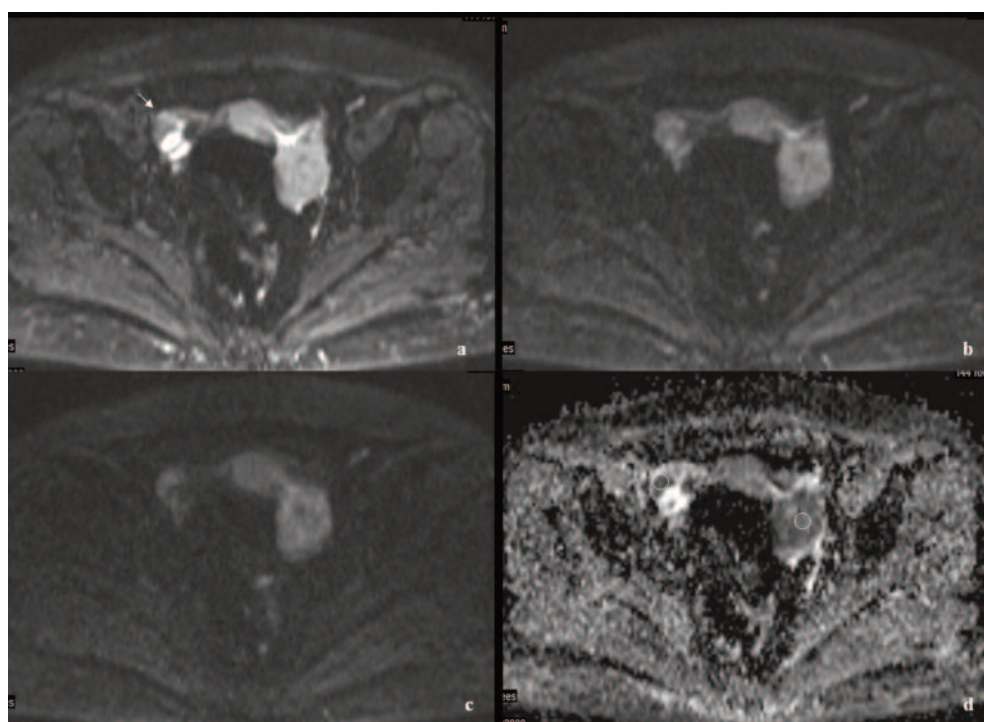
a, b, c, d Immagini DWI con b-value 40/400/800 (a, b, c) nel piano assiale e relativa mappa ADC (d).
